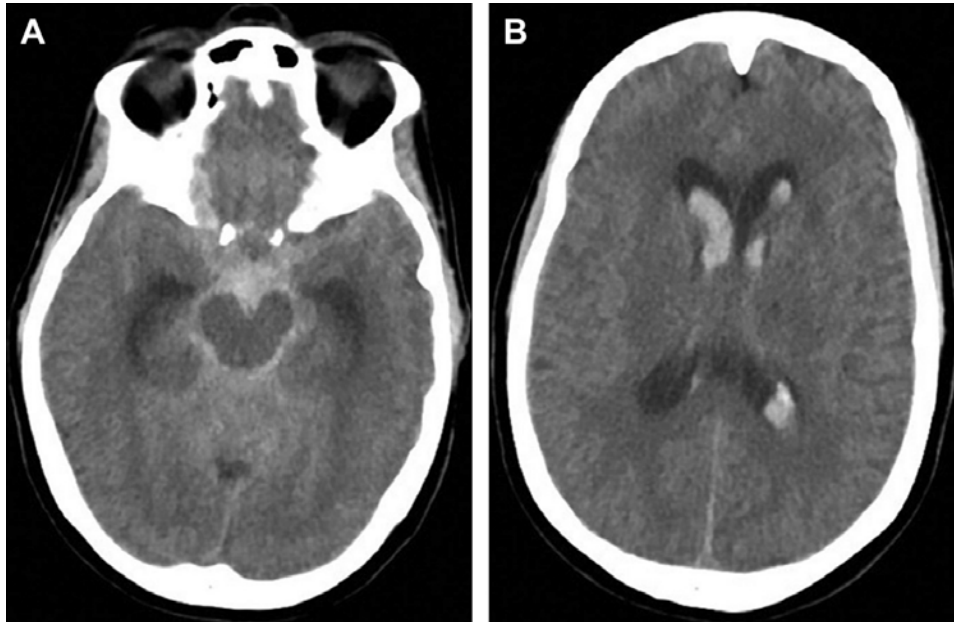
(A,B) Tomografia computeritzada cranial sense contrast; exemple de HSA amb extensió intraventricular (Foto: R.Garcia-Armengol).
